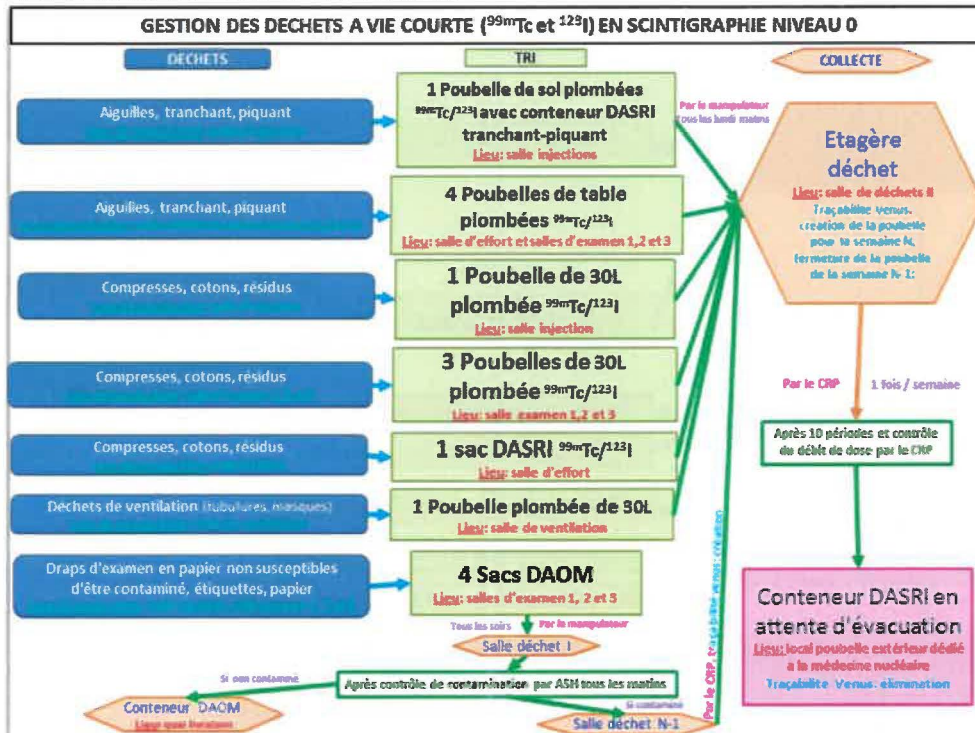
Organigramme de gestion des déchets solides à vie courte en scintigraphie
